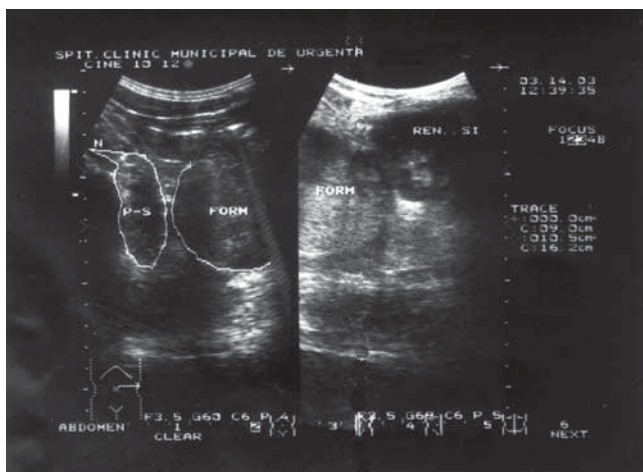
USG – formațiune neomogenă 70x52x58mm, *V* de 115cm³, cu capsulă reflectogenă de 2mm și con de umbră
